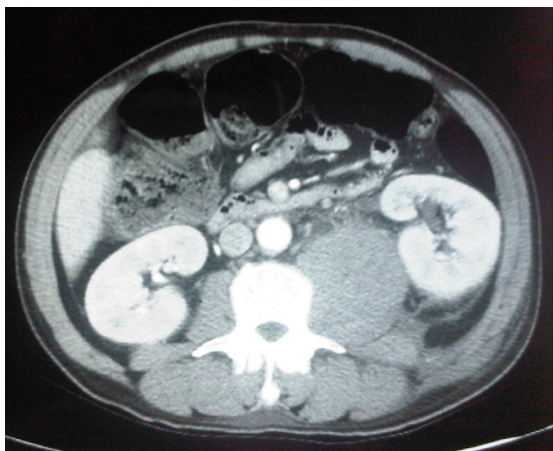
Angiotomografia demonstrando hematoma em músculo psoas esquerdo.
